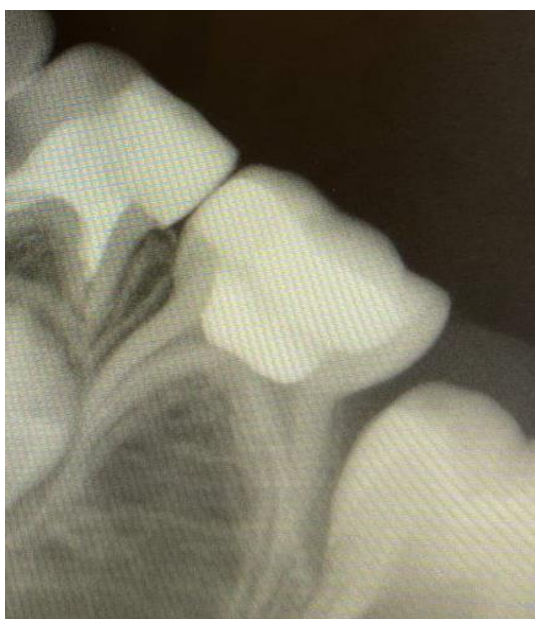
Внутриротовая рентгенограмма зуба 7.5 (после лечения)
